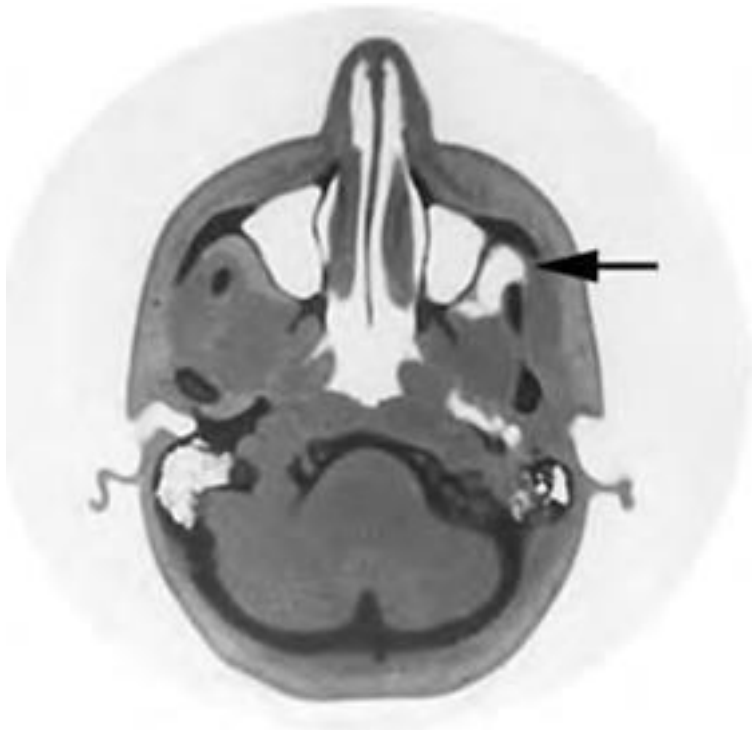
Компьютерная томограмма. Спустя 5 дней после анестезии на бугре верхней челюсти четко контурируется гематома в крылонёбной ямке (*указанострелкой*)
